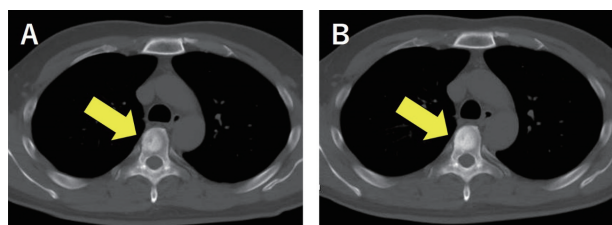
A: Computed tomography (CT) reveals a high-density area at the thoracic spine (arrow), lumbar spine, ribs, iliac bone, and sacrum. B: After four courses of combined immunotherapy, CT reveals no progression at the metastatic lesions.
